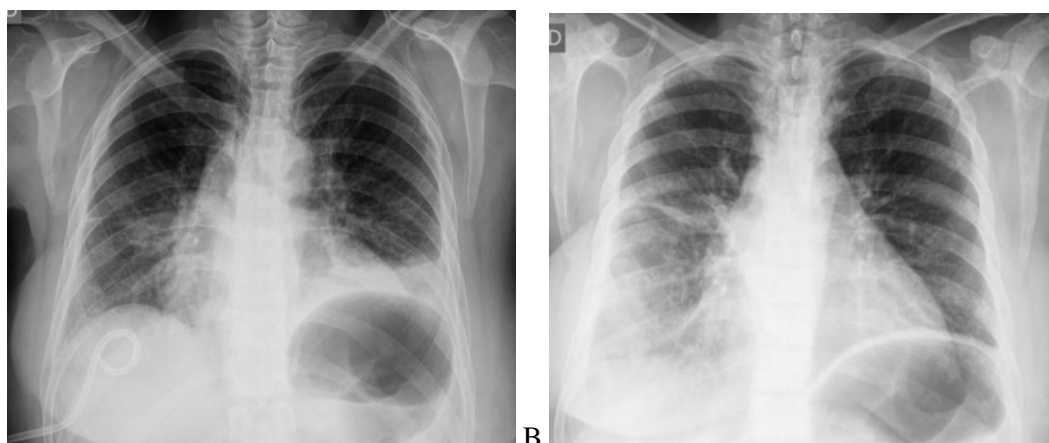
Radiografias de paciente com expansão pulmonar completa. A: Após a drenagem pleural. B: Controle 3 meses após a pleurodese.
